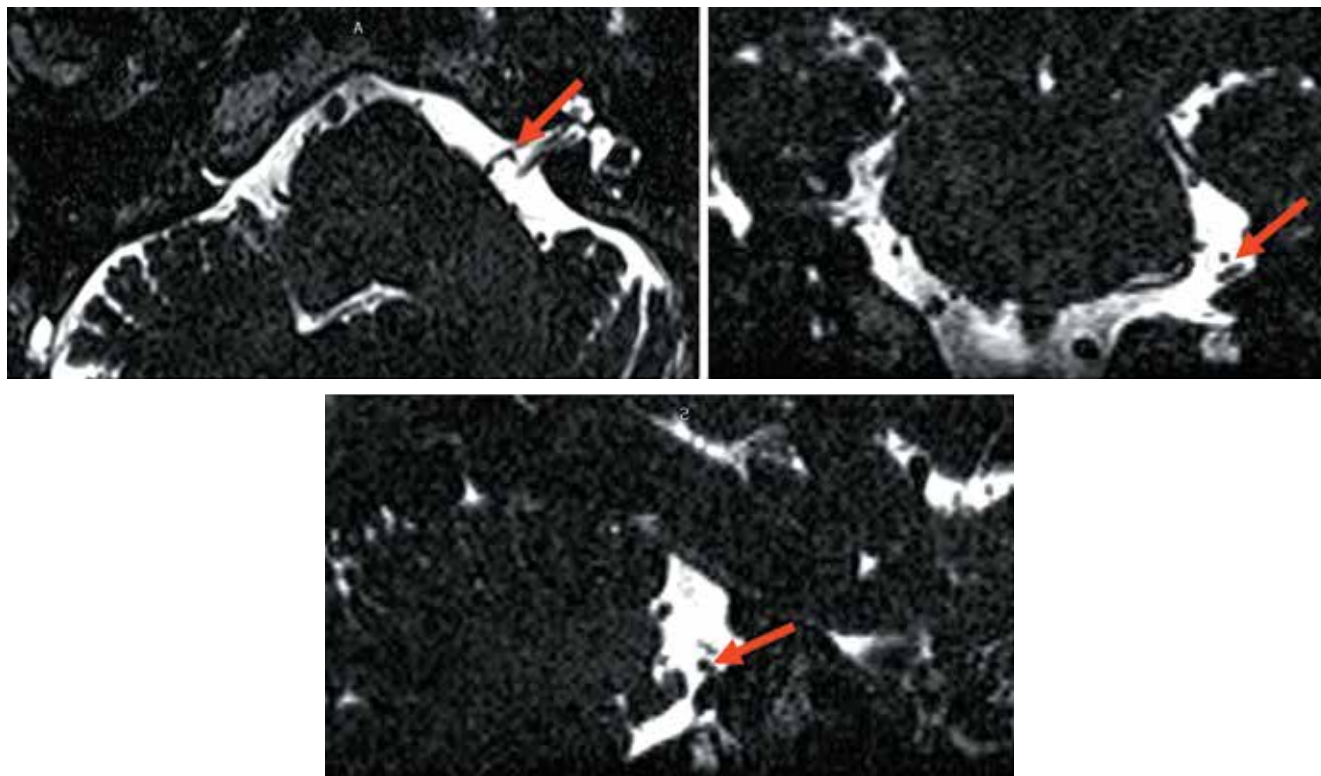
Магнитно-резонансная томография головного мозга. В CISS-режиме отмечается соприкосновение левого лицевого нерва с сосудистой петлей ПНМА. Нейроваскулярный конфликт отмечен красными стрелками
